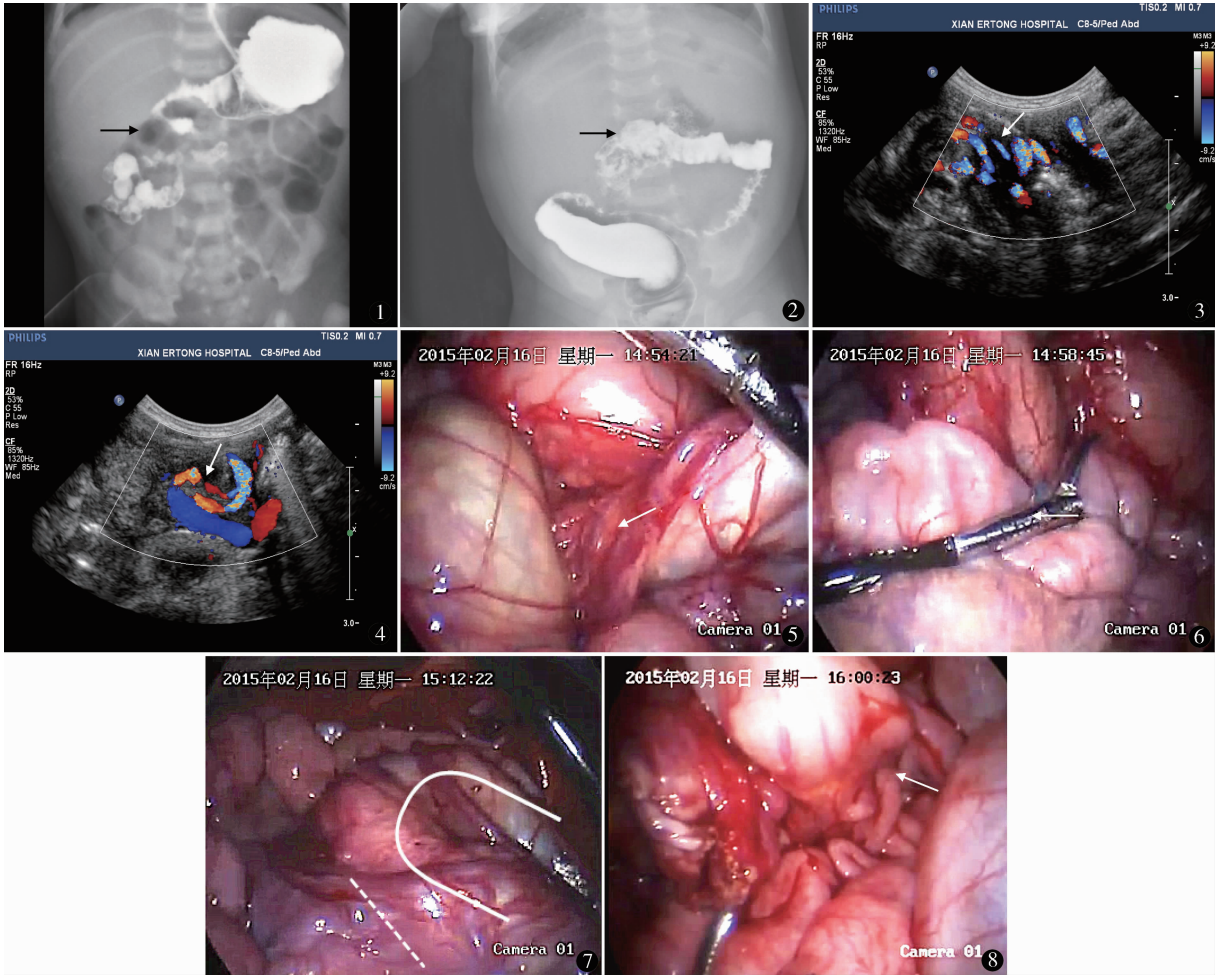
上消化道造影提示空肠起始处位于右侧腹 图 2 结肠造影提示回盲部位置异常 图 3 侧面超声提示肠系膜血管呈螺旋状扭曲 图 4 横断面超声提示肠系膜血管扭转 图 5 升结肠至回盲部不连续,升结肠由左侧钻入扭转肠管后方,顺时针方向扭转 图 6 由左向右紧贴横结肠牵拉肠管使扭转肠管复位 图 7 复位后结肠位于小肠上且升结肠与横结肠呈横“U”型,沿虚线切开 Ladd 膜 图 8 顺行找到回盲部,提出阑尾行阑尾切除术
